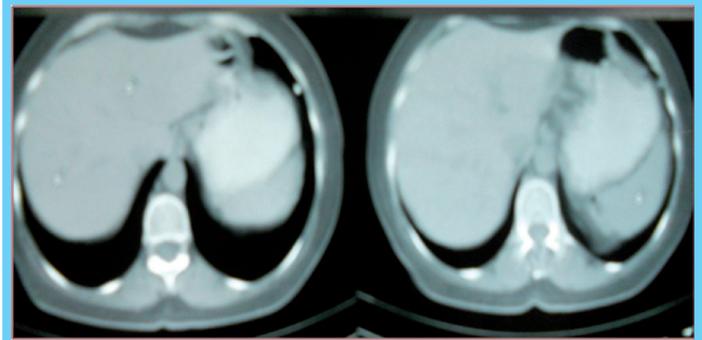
Tomografía de Abdomen: fase venosa
